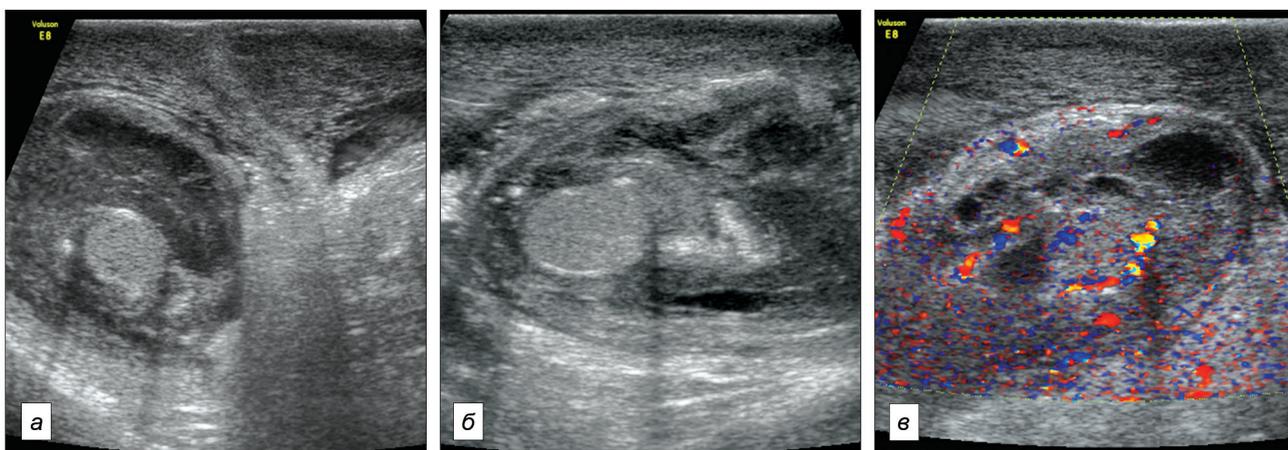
УЗИ мошонки. а – поперечный скан; б – продольный скан; в – цветное доплеровское исследование.
